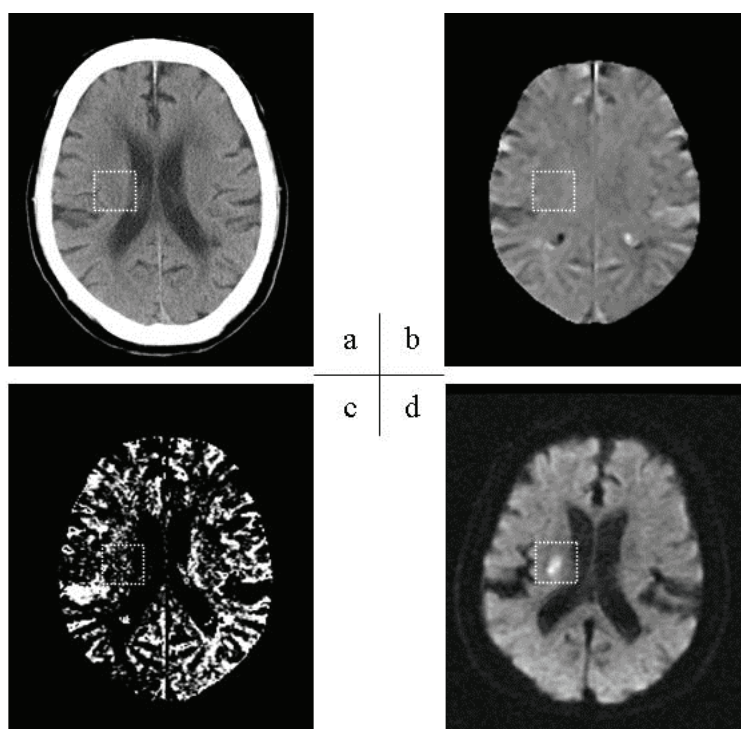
拾い上げ処理によって検出できなかった超急性期脳梗塞症例. (a) 脳 CT 画像, (b) 対側性体積差分データ, (c) 多重しきい値処理を施した体積データ, (d) DWI
